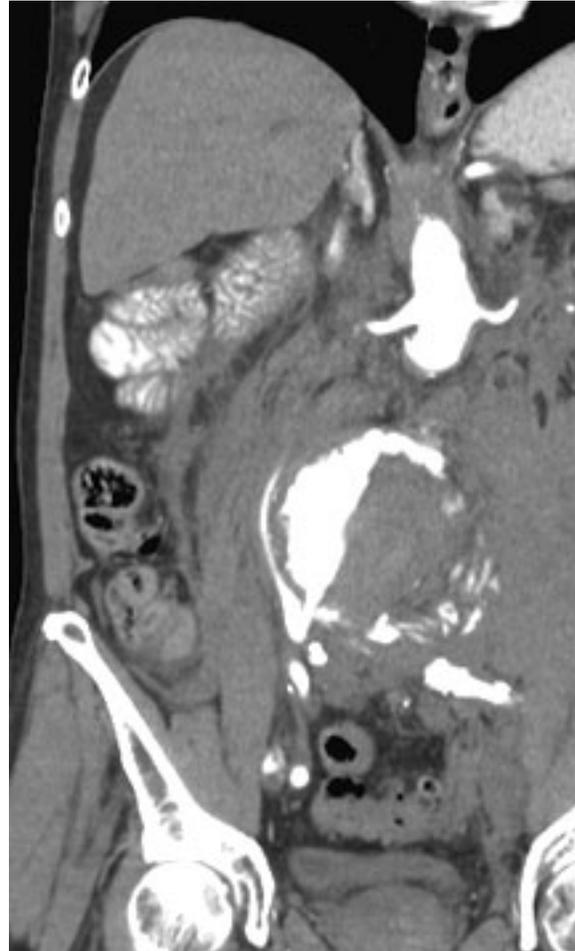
Corte coronal de TC con contraste endovenoso en fase arterial, en que se observa AAA con efecto de masa sobre vena cava inferior. Contraste de similar densidad en vena cava inferior y aorta hace sospechar la presencia de fístula aorto-cava. Se observa también gran hematoma para-aórtico izquierdo.
